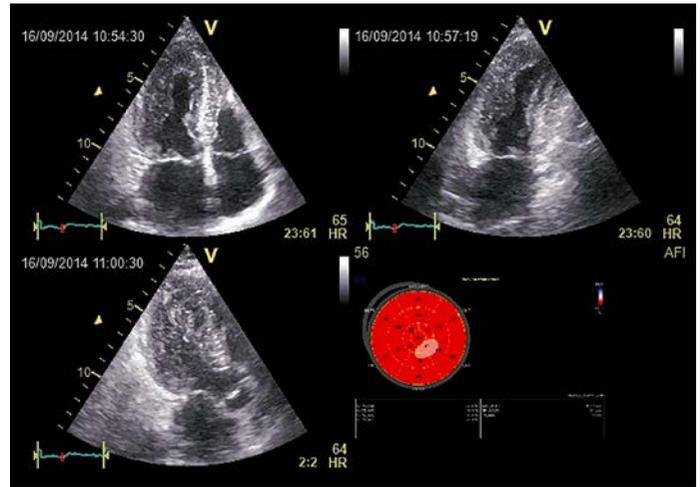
Двухмерная эхокардиограмма больной Б., 67 лет, с первичным синдромом такоцубо. Верхушечный доступ, двухкамерная позиция.
